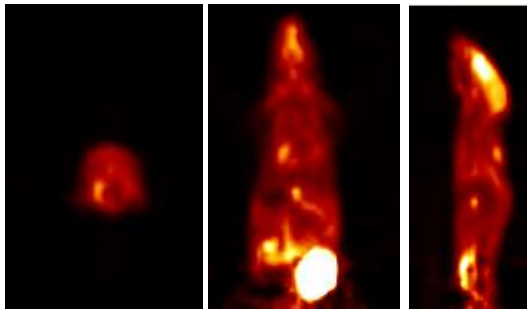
소동물 PET 으로부터 획득된 마우스의 기능적 정보 영상
